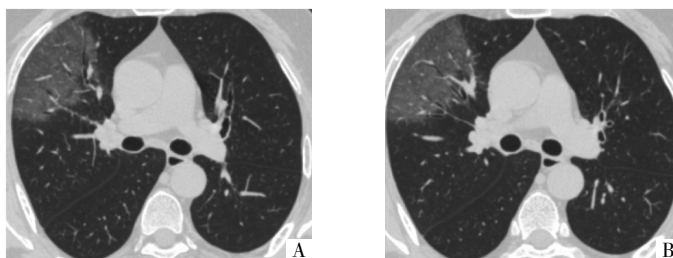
病人男,31岁。无疫区接触史。发热、胸闷1d,入院当日进行HRCT检查。A、B图为CT平扫肺窗横断面影像,示右中肺外带楔形分布片状GGO影,病灶内部小血管增粗,空气支气管征。
